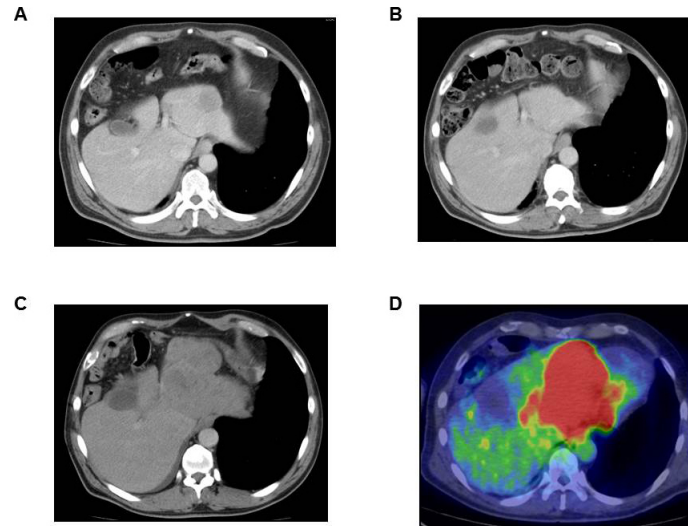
Ceritinib 投与前後の CT 画像
